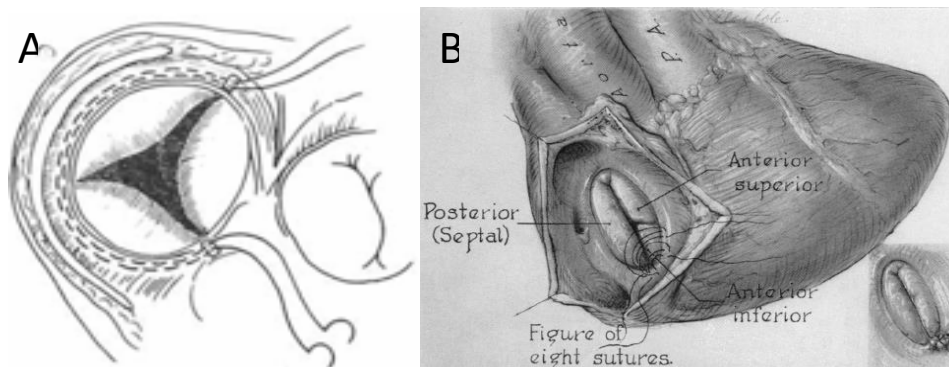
TÉCNICAS DE ANULOPLASTIA TRICÚSPIDE CON SUTURA: A. TÉCNICA DE DE VEGA Y B. BICUSPIDIZACIÓN DE KAY. IMÁGENES DE LOS ARTÍCULOS ORIGINALES DE 1972 Y 1965 RESPECTIVAMENTE.
